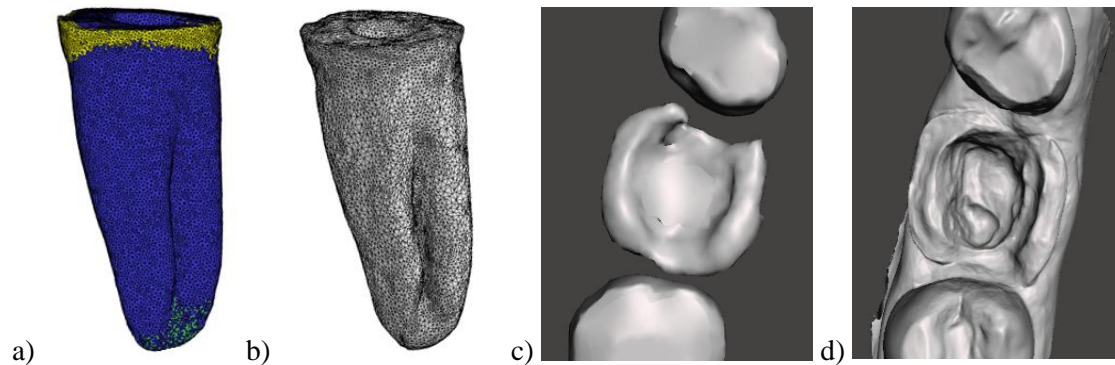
Intérêt du scanner intra-oral pour l'enregistrement de l'anatomie dentaire a) fichier STL d'une prémolaire préparée pour endocouronne issu d'un examen μ CBCT in vitro) fichier STL pour de la même prémolaire issu d'un scan intra-oral et montrant une précision comparable c) fichier STL d'une molaire préparée pour endocouronne issu d'un examen CBCT en clinique d) fichier STL de la même molaire issu d'un scan intra-oral montrant une plus grande précision en zone coronaire.
